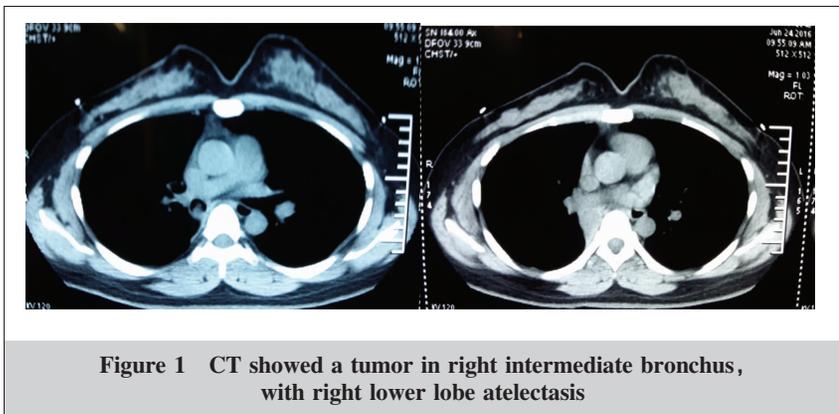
CT showed a tumor in right intermediate bronchus, with right lower lobe atelectasis
